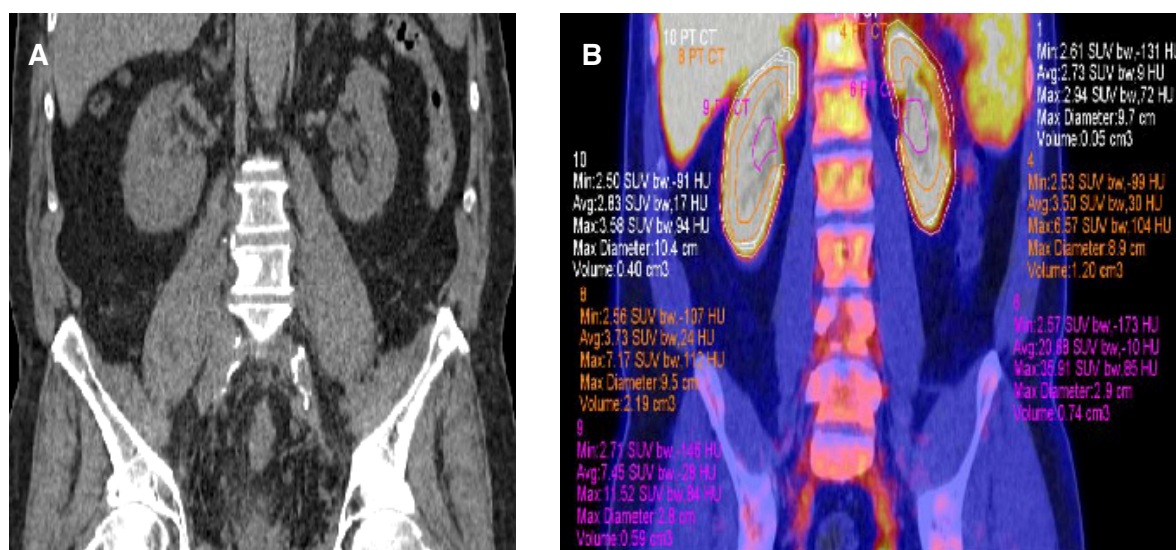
Визуальная картина нативной КТ почек (А) и её совмещённый ПЭТ/КТ вариант с одновременным математическим расчётом метаболической активности 18F-ФДГ различных отделов паренхимы почек (равномерно-белое насыщение) (В) у онкологического пациента, не имеющего воспалительных урологических заболеваний
